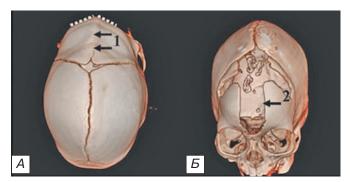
Данные КТ головы с 3D-реконструкцией черепа девочки 4 мес с метопическим краниосиностозом: а) до операции — отчетливо определяется «килевидная» деформация лобной области (тригоноцефалия), выделенная пунктиром, стрелками обозначена область стенозированного метопического шва, б) на 2-е сутки после операции — выполнена эндоскопическая резекция метопического шва, а также паракоронарная резекция (2).
